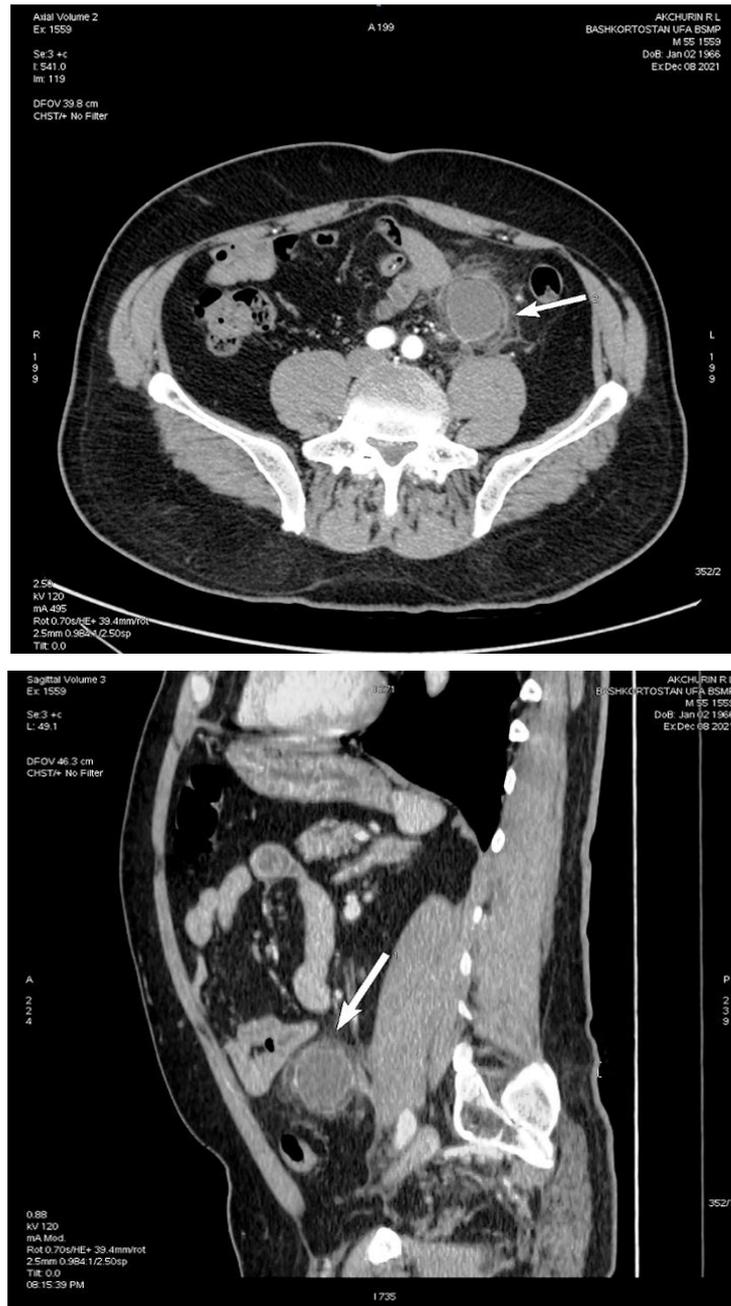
Компьютерная томография периколического абсцесса ободочной кишки.
